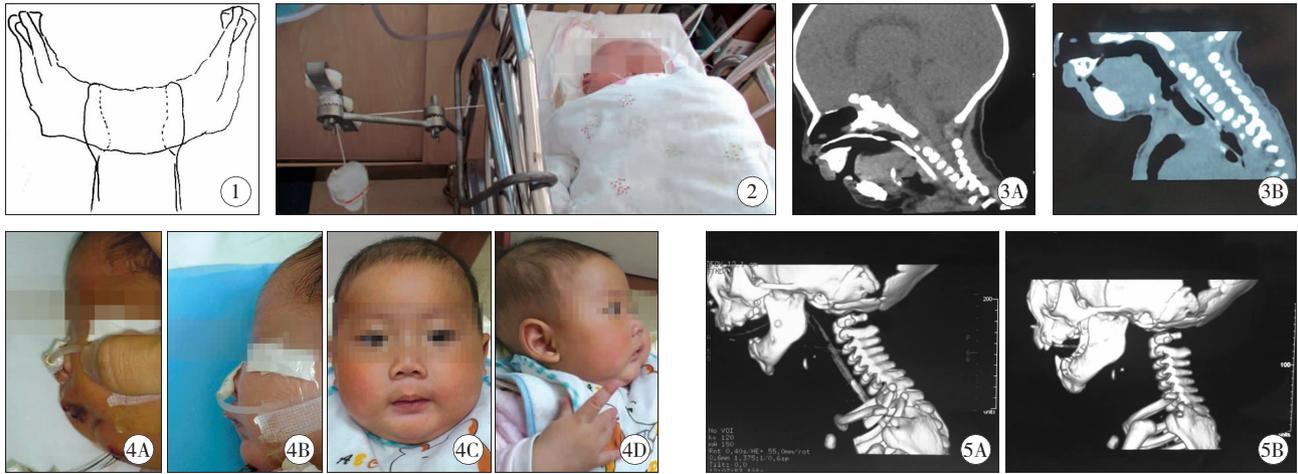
钢丝环绕下颌骨放置,保持两侧对称; 图 2 下颌骨牵引钢丝置入后即予牵引; 图 3 通过 CT 矢状位观察,术前下颌骨后缩、舌后坠明显,咽腔明显梗阻,牵引完成后下颌骨后缩、舌后坠明显改善,咽腔开放,上呼吸道梗阻解除; 图 4 左上为下颌骨钢丝置入后第 1 天,右上为下颌骨钢丝牵引后 2 周,下颌骨后缩改善明显,左下、右下分别为术后 7 个月时患儿正侧位照,显示下颌骨形态良好,营养状态良好; 图 5 下颌骨 CT 三维重建图片,左图为术前,右图为术后停止牵引后,经术前术后三维 CT 重建观察颞下颌关节无明显脱位。
